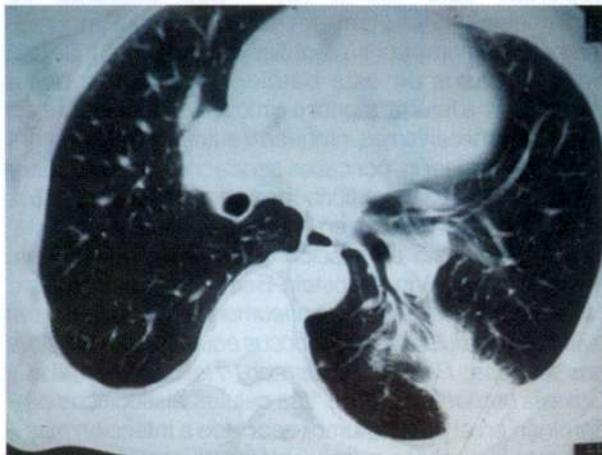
TAC. Area de consolidación en banda comprometiéndolo el lóbulo inferior izquierdo.
